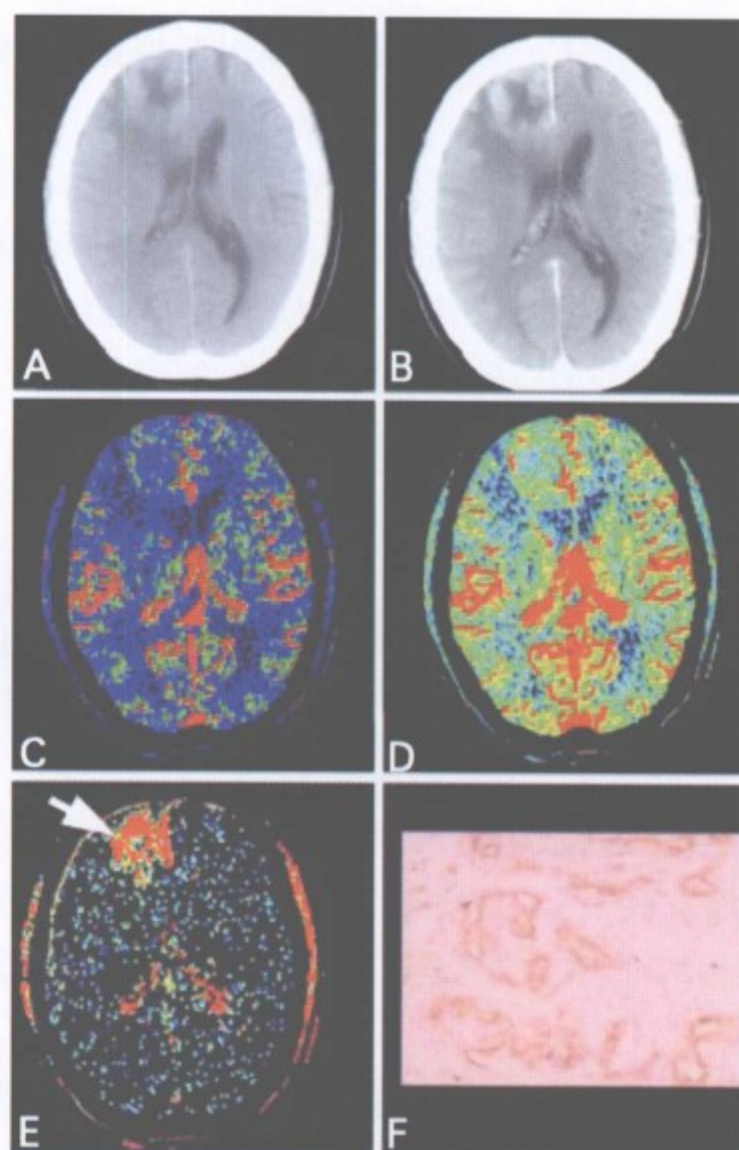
右侧额叶胶质母细胞瘤 (IV级) CT 灌注检查
